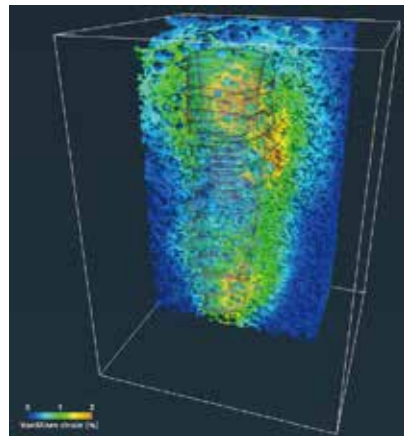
Axiom X3[®] $\varnothing 4.0$, L12mm 임플란트 식립 후 고해상도 μCT 결과
